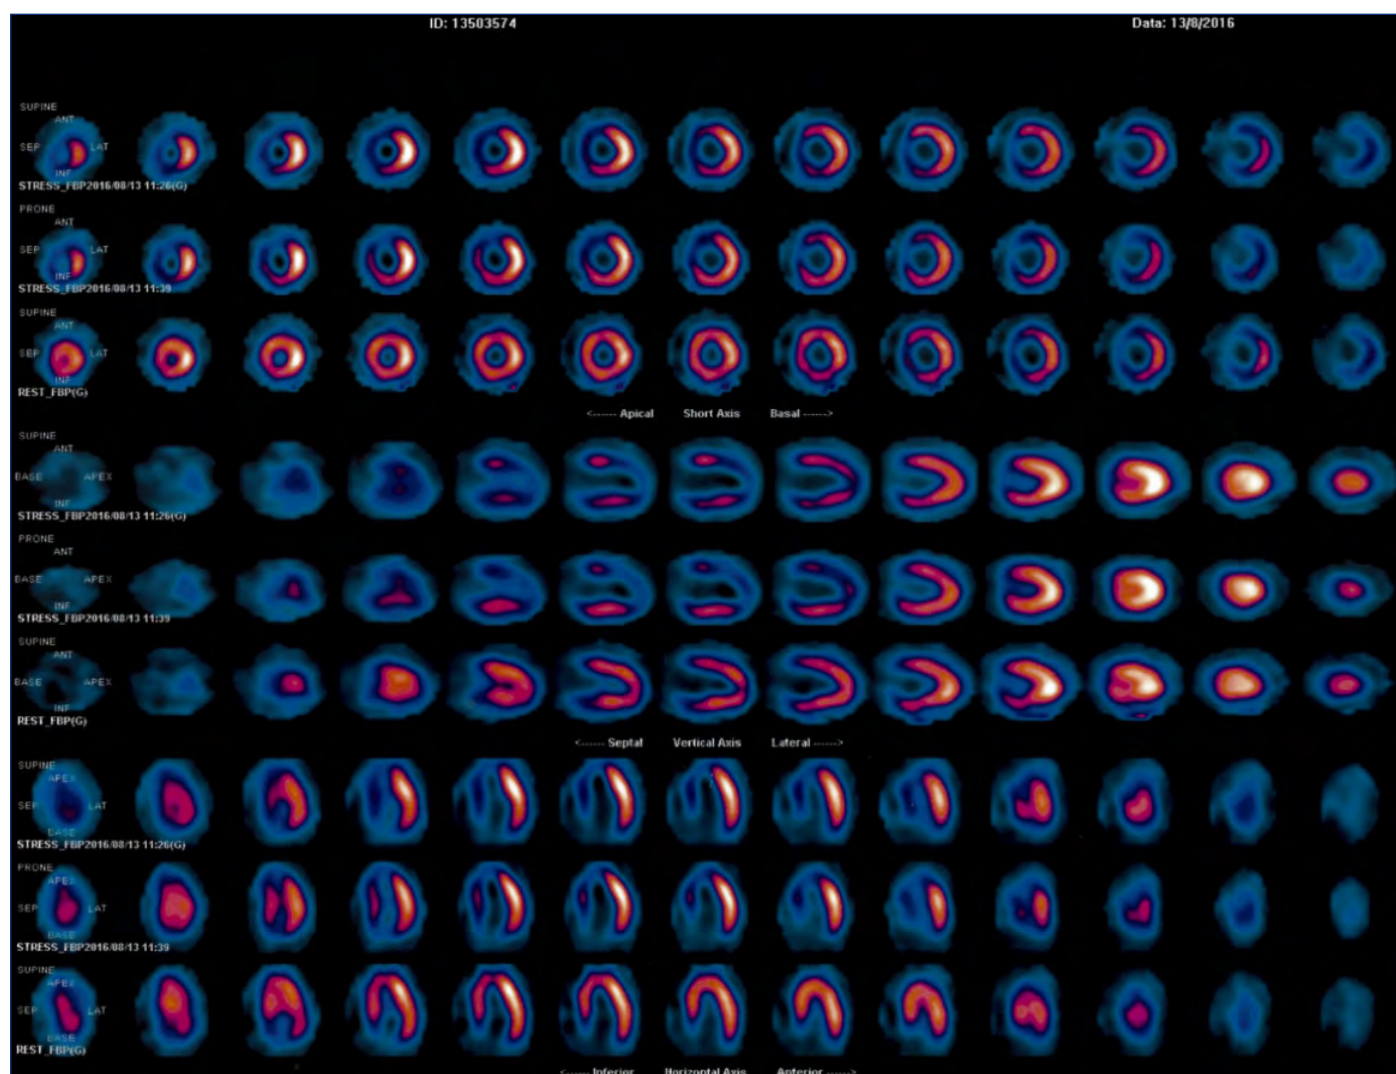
Cintilografia de perfusão do miocárdio com MIBI-99mTc associada ao estresse físico, pela técnica Gated-SPECT (tomografia computadorizada por emissão de fóton único, sincronizada aos intervalos RR do eletrocardiograma para cálculo da fração de ejeção) demonstrando carga isquêmica acentuada (grande extensão de miocárdio em risco) em regiões anterior, septal e ápice, além de marcadores não perfusionais de gravidade.
